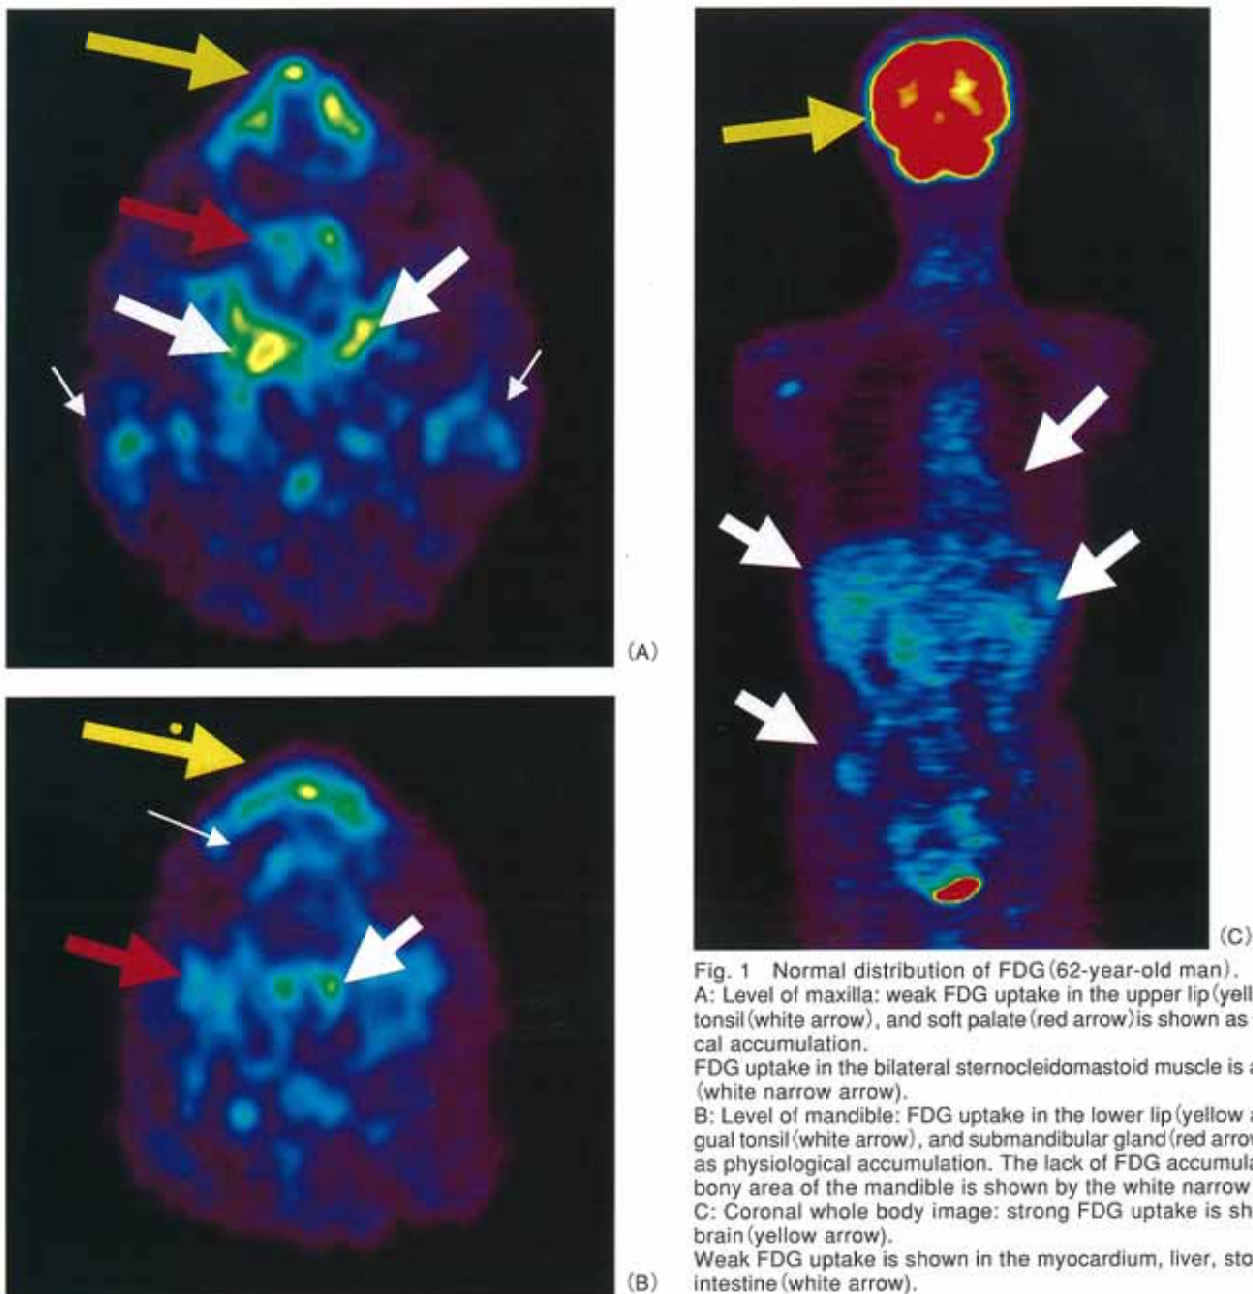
Normal distribution of FDG (62-year-old man).
